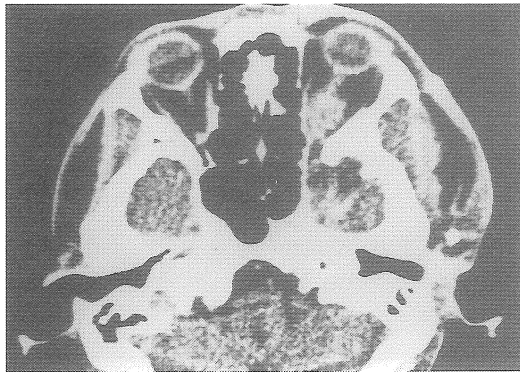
36 歳女性 神経鞘腫 (MRT-22 A)
